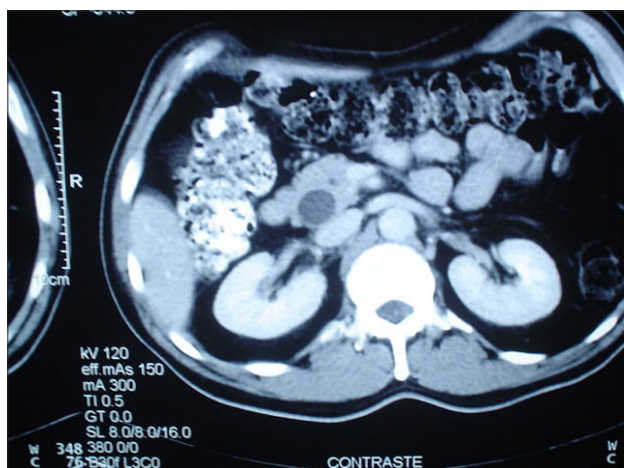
TAC Abdominal: Dilatación del colédoco. No tumoración pancreática. No adenomegalias.
